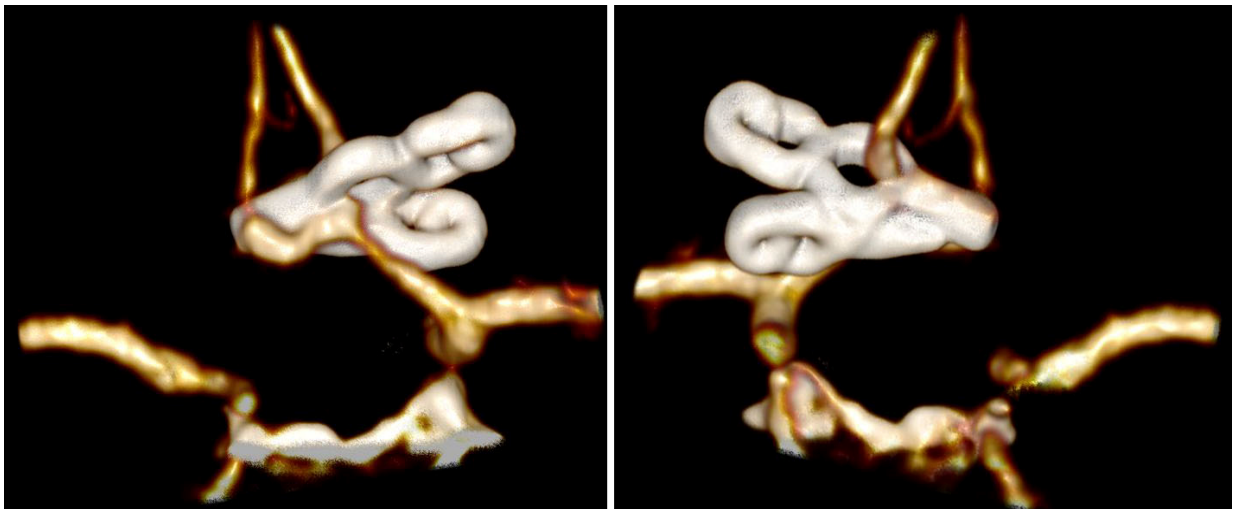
Пациентка У., 37 лет. СКТ-АГ головы от 31.08.2020 с верификацией полного выключения аневризмы ПСА (вид сзади и спереди)
